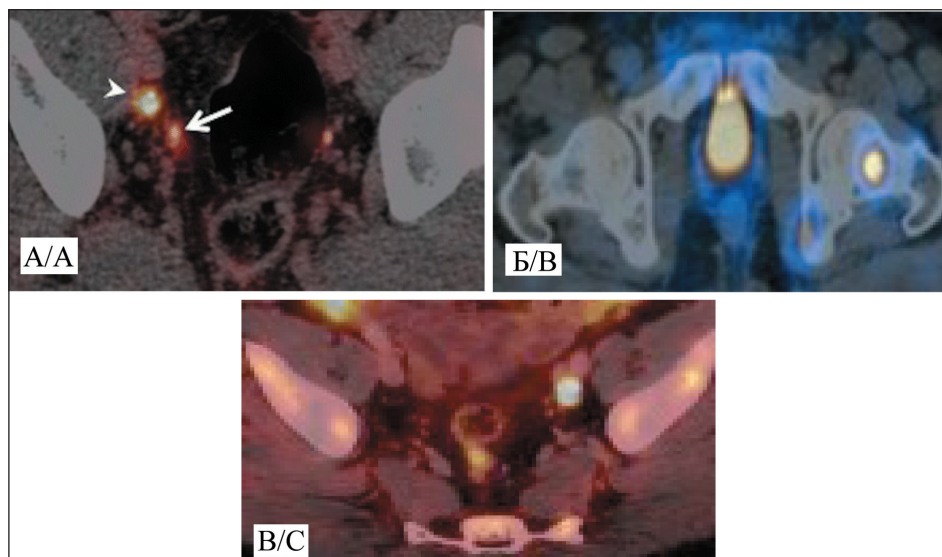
Предоперационная визуализация метастазов при РПЖ. А – ^{68}Ga -PSMA-11; Б – ^{99m}Tc -PSMA-617; В – ^{18}F -PSMA-1007
